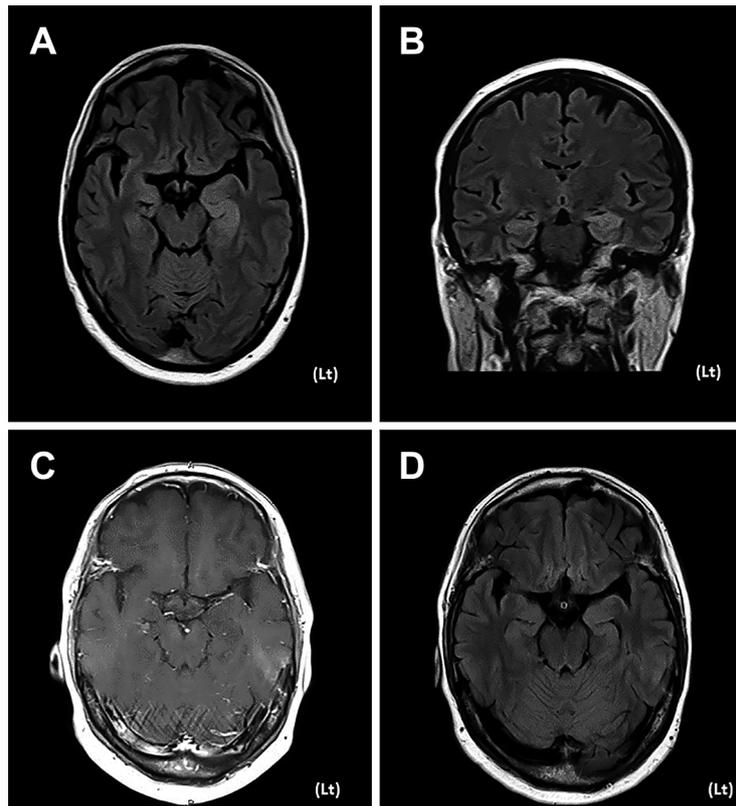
MR images of patient with transient epileptic amnesia.
